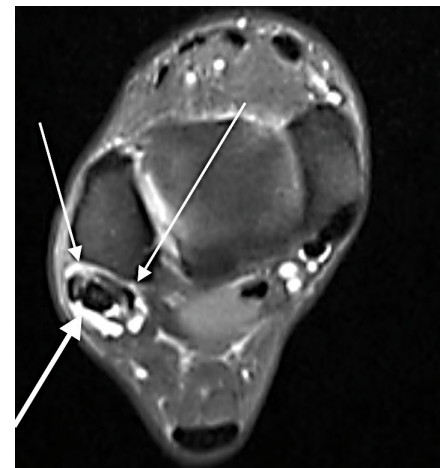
MRT einer Längsruptur der Peroneus brevis Sehne. Die Peroneus longus Sehne (dicker Pfeil) „frisst“ sich förmlich in die Peroneus brevis Sehne hinein, die Peroneus brevis Sehne ist gespalten, man erkennt die zwei Anteile der Peroneus brevis Sehne (dünne Pfeile)
